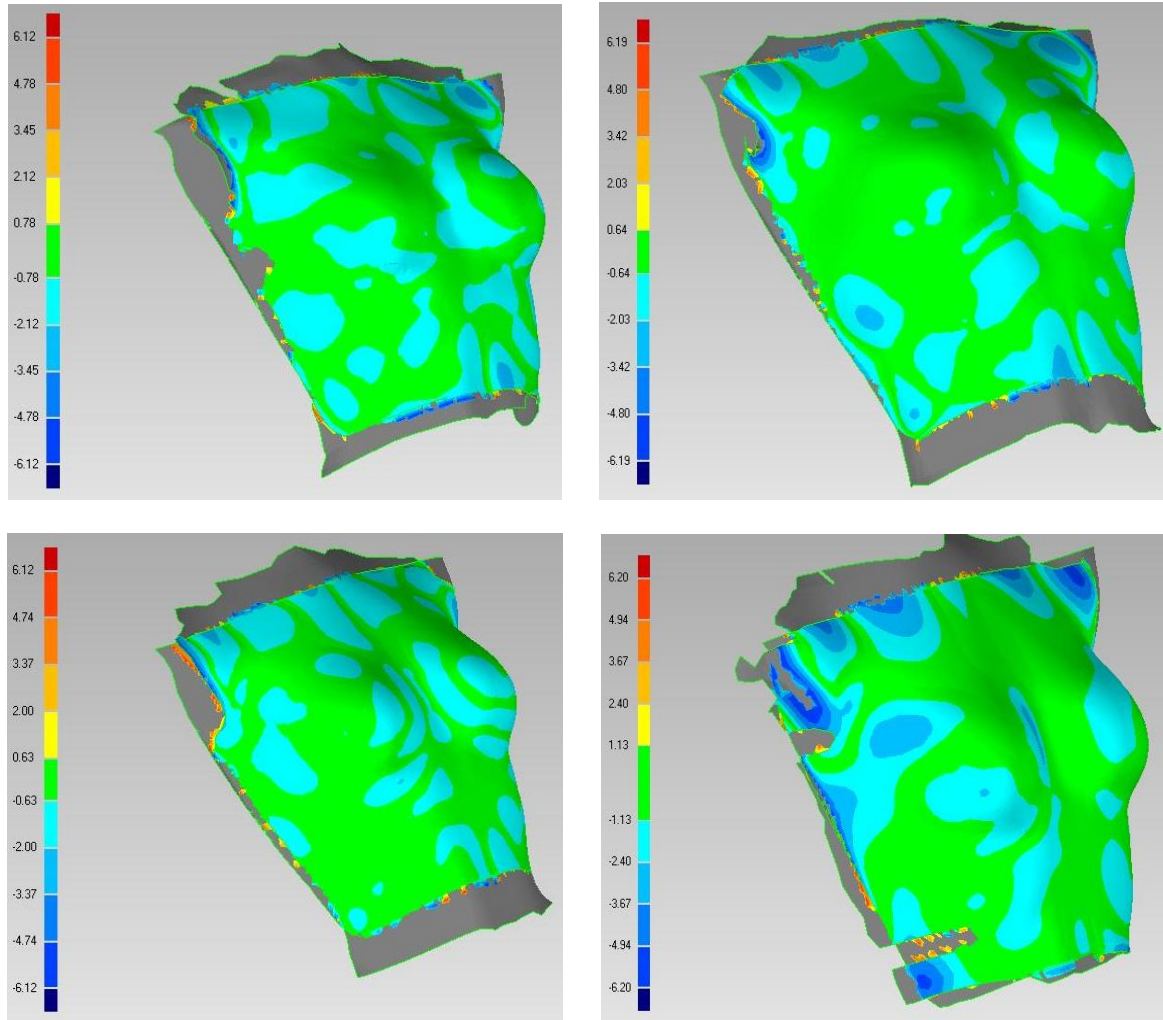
4 mappe delle distanze tra la mesh ricostruita dai punti acquisiti con il manichino antropomorfo in movimento e quella ricostruita dal modello TAC.
